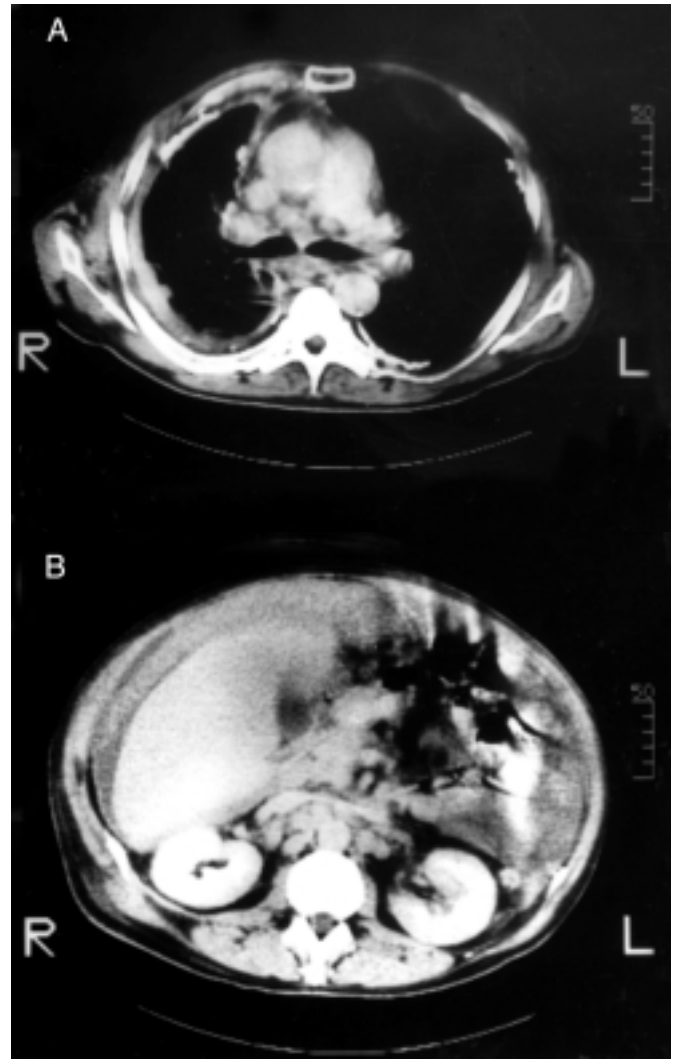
1A: TC torácico en el que se aprecia engrosamiento pleural difuso en pulmón derecho, irregular, con ausencia de derrame pleural, placas calcificadas curvilíneas bilaterales sugestivas de exposición a asbesto (alteraciones compatibles con MMD derecho extenso). Adenopatías mediastínicas múltiples.
